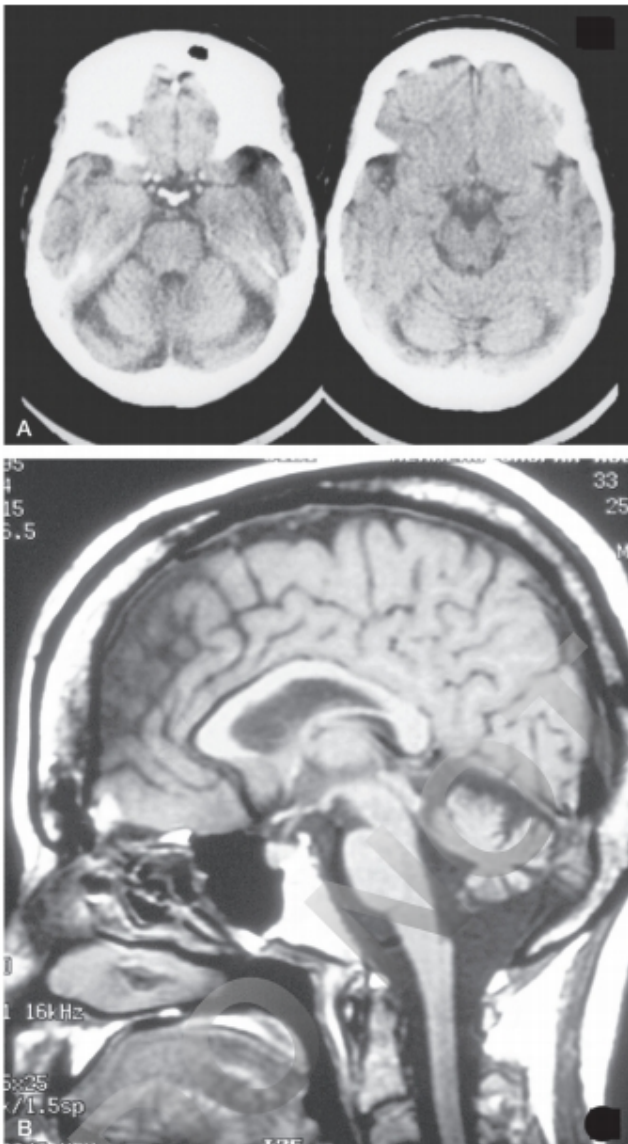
Figura e17.9 Ejemplos de atrofia cerebelosa por fenitoína. A. TC cerebral de un caso de intoxicación aguda con secuelas definitivas. B. RM de una paciente con ingesta crónica de fenitoína.
